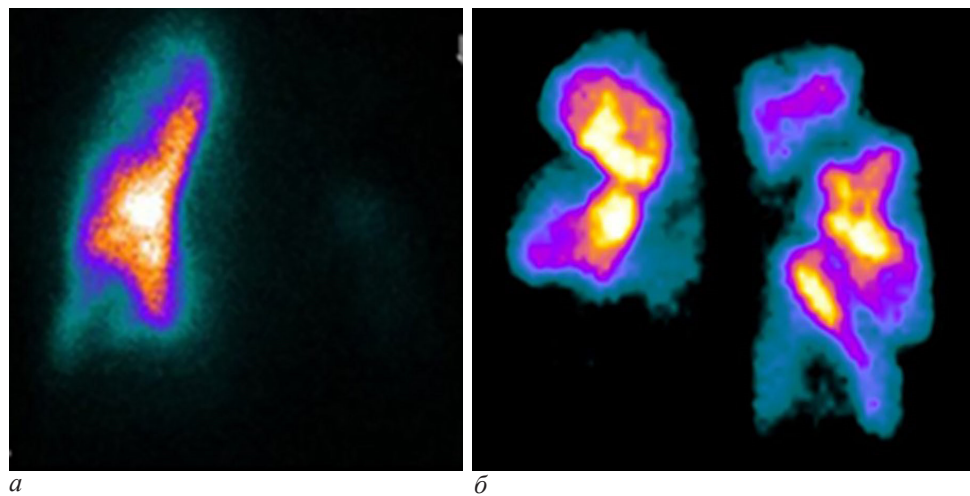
Сцинтиграммы легких пациентов с поражением главной ветви левой легочной артерии и субсегментарных ветвей правого легкого (а), и множественными дефектами перфузии до-левого, сегментарного и субсегментарного уровня в обоих легких (б)
